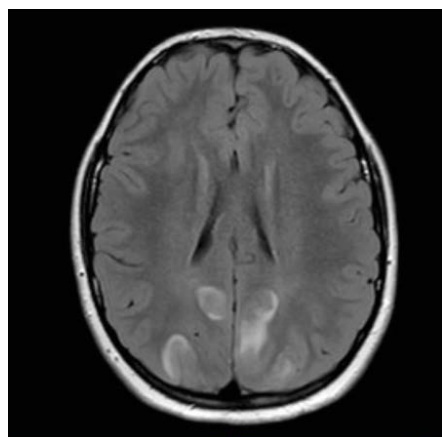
RMN, sequenze assiali FLAIR: aree di iperintensità a sede cortico-sottocorticale in sede parieto-occipitale bilaterale.
